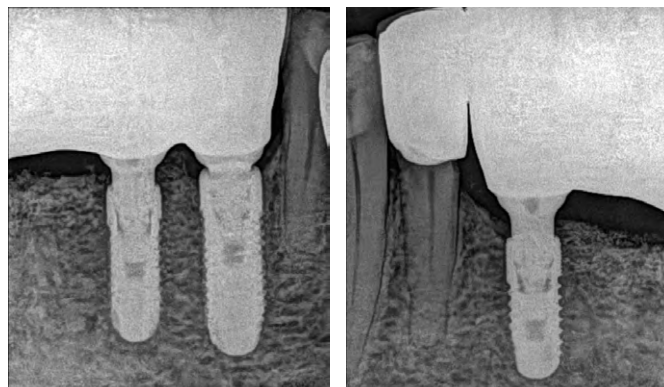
Контрольный рентгеновский снимок спустя 10 месяцев после постоянного протезирования
